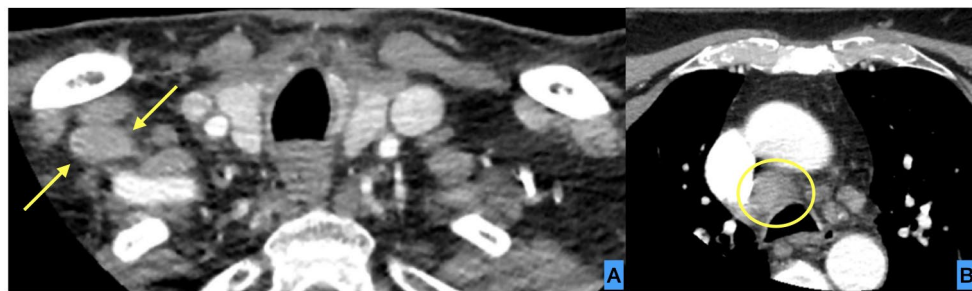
TC de cuello con contraste endovenoso. Cortes axiales. A. Adenomegalia supraclavicular derecha. B. Adenopatía mediastinal nivel 4R. Ambas de morfología alteradas, redondeadas, con aumento de sus ejes cortos y pérdida de su hilio graso central.
